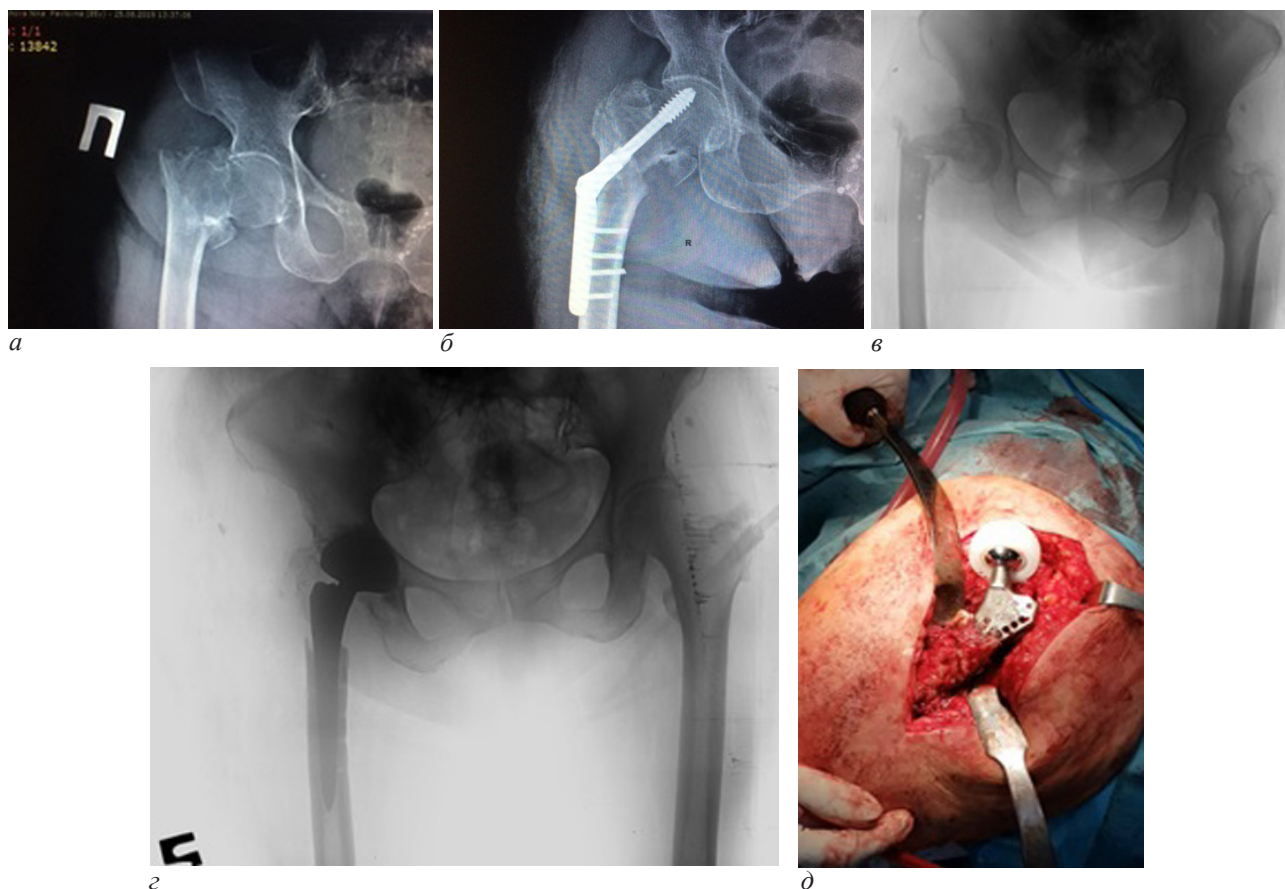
Клинический пример эндопротезирования ТБС после неудовлетворительного исхода остеосинтеза перелома типа 31.A.1 с использованием вертлужного компонента двойной мобильности: а – первичный снимок чрезвертельного перелома типа 31.A2.2; б – через 7 месяцев после остеосинтеза, определяется «cut-out» динамического бедренного винта; в – рентгенография после удаления металлоконструкции; г – после установки тотального эндопротеза с двойной мобильностью; д – интраоперационное фото принципа работы двойной мобильности после установки вертлужного и бедренного компонентов
